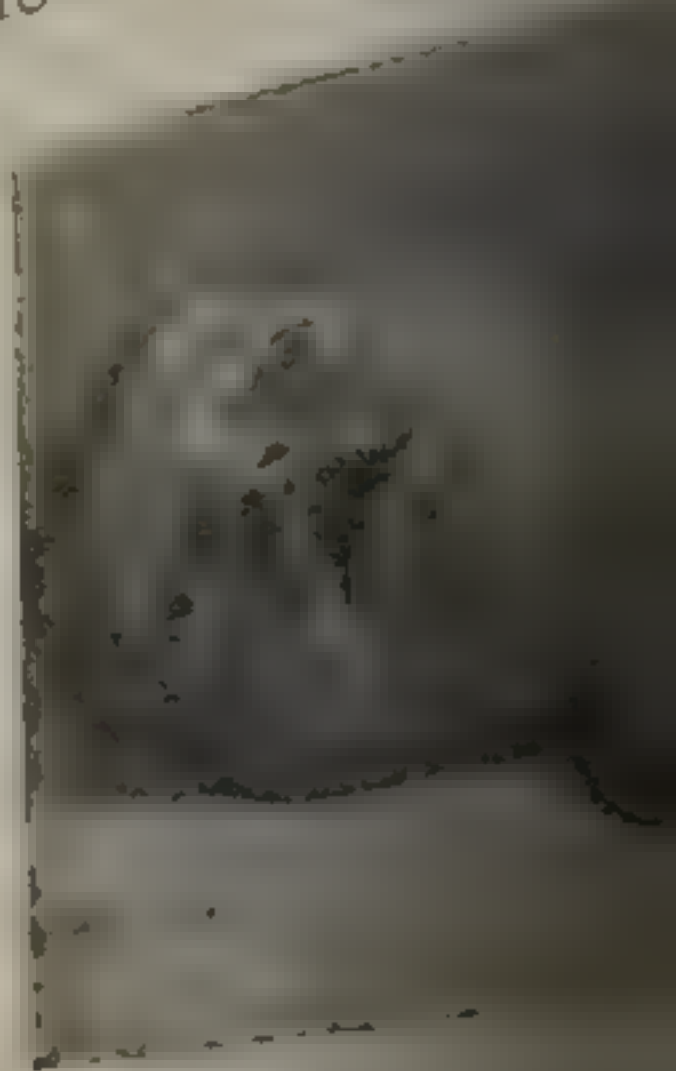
Остеопериостит у ребенка в рентгеновском изображении.
